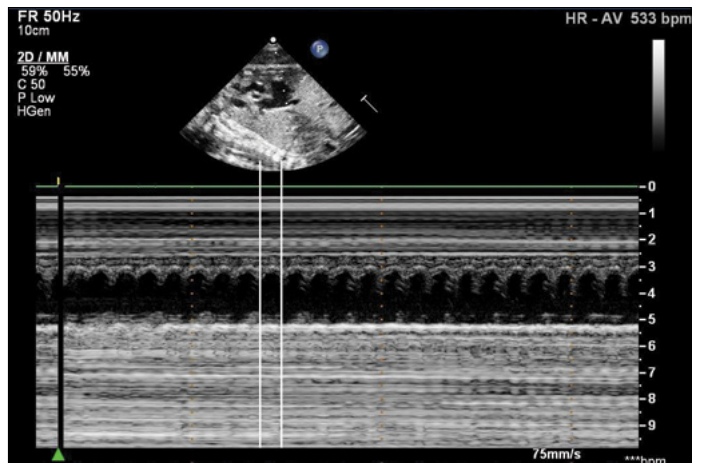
Fetal atrial flutter before treatment with atrial rates of 533 bpm and ventricular rates of 266 bpm (M-mode Doppler of the fetal heart)
